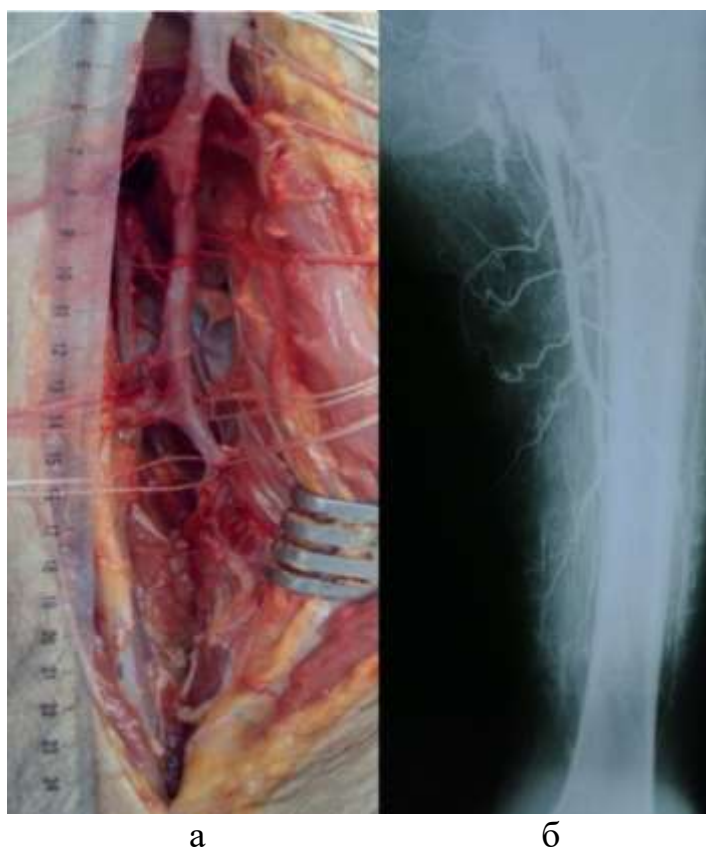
Відпрепарована ГАС (на кадаверному матеріалі) протягом 17 см (а). Рентгенконтрастна ангіографія ГАС з 5-ма пронизними гілками (б). ПАС частково контрастувалася через колатералі ГАС
